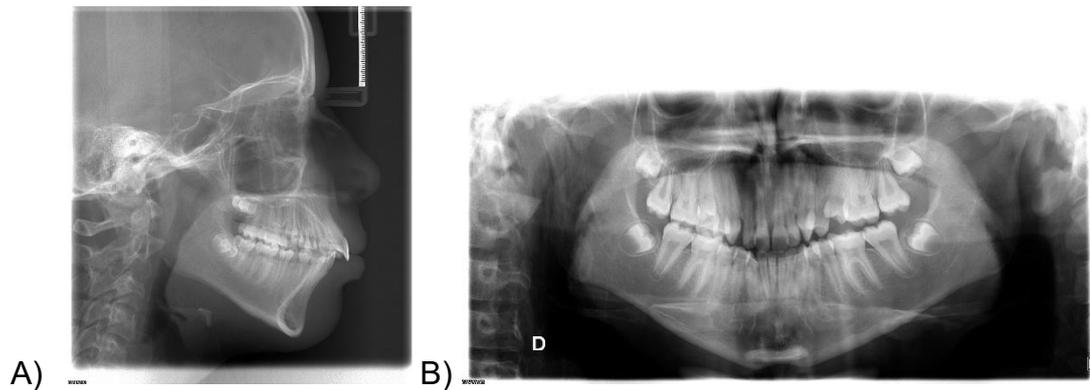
(A-B) – Telerradiografias iniciais: A) perfil e B) panorâmica.
